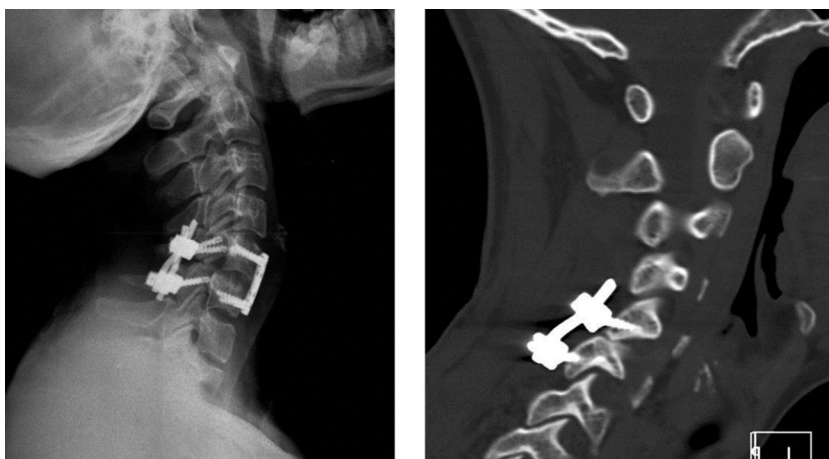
Radiografía lateral de columna cervical y TC, en donde se muestra la fijación cervical anterior y posterior del segmento afectado.
